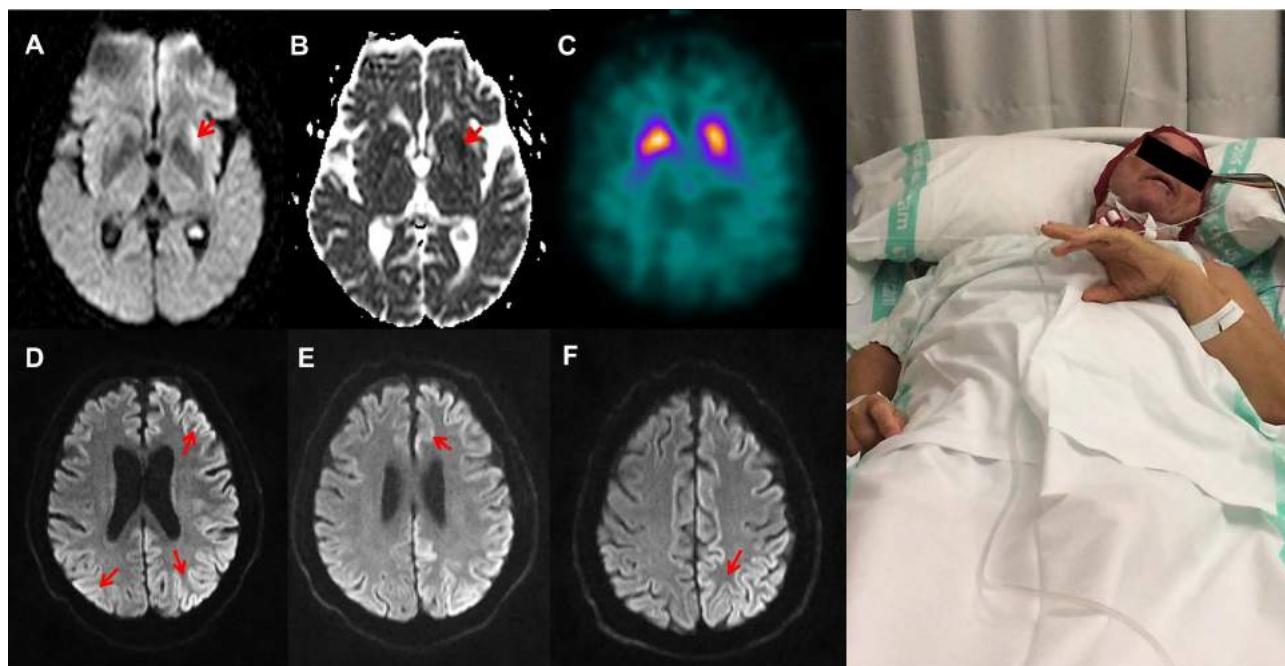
Paciente con ECJ correspondiente al caso 3 en fase de mutismo acinético. La extremidad superior izquierda (antebrazo y mano) presenta actitud distónica. A y B) RM cerebral, cortes axiales de DWI (diffusion-weighted imaging) y ADC (apparent diffusion coefficient): lesión putaminal izquierda con restricción en la Difusión. C) DaTSCAN-SPECT: disminución de la fijación del trazador en caudado izquierdo, e hipocaptación en ambos núcleos putámenes más severa izquierda. D-F) RM de control, cortes axiales DWI: hiperintensidad de aspecto giriforme parcheada con afectación predominante de la corteza hemisférica izquierda y temporo-parietal derecha.
